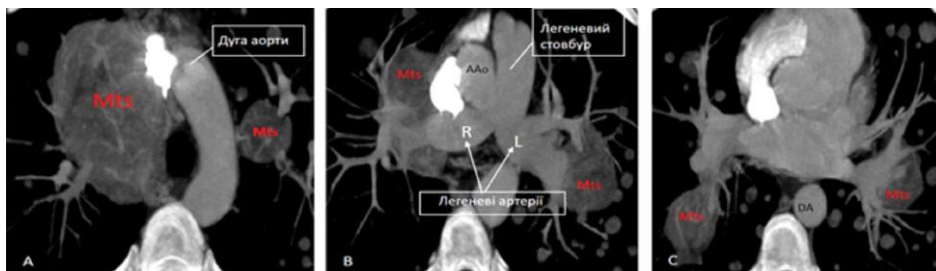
Контрастні КТ-зображення у аксіальних площинах (А; В; С); визначається множинне mts-ураження обох легень (А; В; С); Mts-інвазія верхньої порожнистої вени (А); Mts-інвазія легеневих артерії та вен (В; С)
